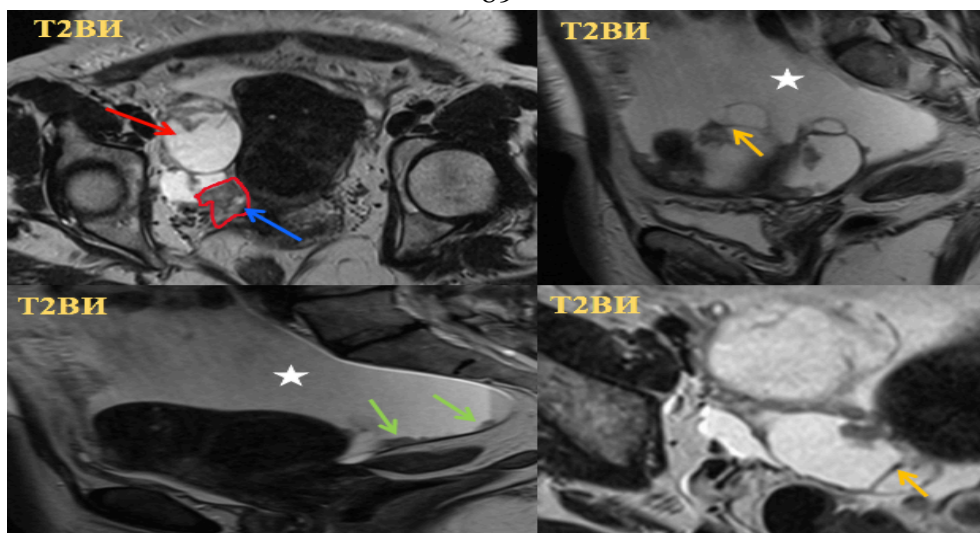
Женщина 56 лет, серозная карцинома яичников. МРТ органов малого таза в аксиальной и сагиттальной проекциях: на T2-ВИ определяется объёмное образование кистозно-солидной структуры (красная и голубая стрелка), с множественными утолщёнными септами (оранжевая стрелка). Также отмечается жидкость в полости таза (звезда) и депозиты (зелёная стрелка)
